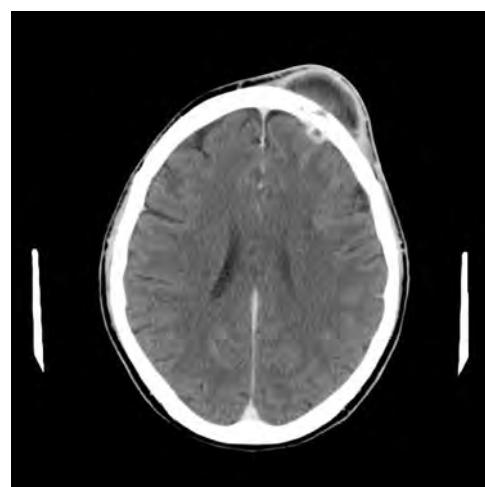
Imagen por tomografía computarizada tras la administración de contraste intravenoso en la que se aprecia aumento de la colección epicraneal con realce en anillo, así como pequeña colección intracraneal epidural sugestiva de empiema. Se aprecia destrucción lítica del hueso frontal.
